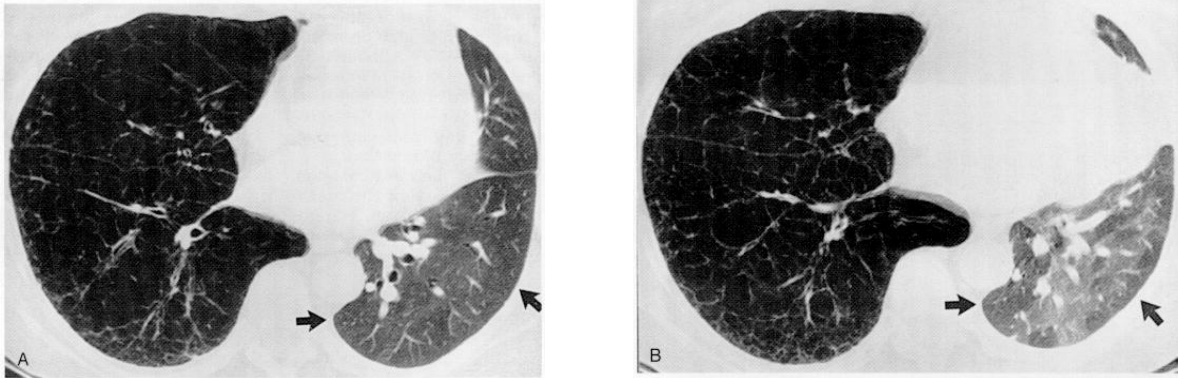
“Air trapping” in BO, inspiratoria (A) ed espiratoria (B). TC dei lobi inferiori dopo trapianto del polmone sinistro che mostra una chiara attenuazione vascolare con ipointensità periferica dei lobi inferiori (A) che persistono anche in espirazione (B).
